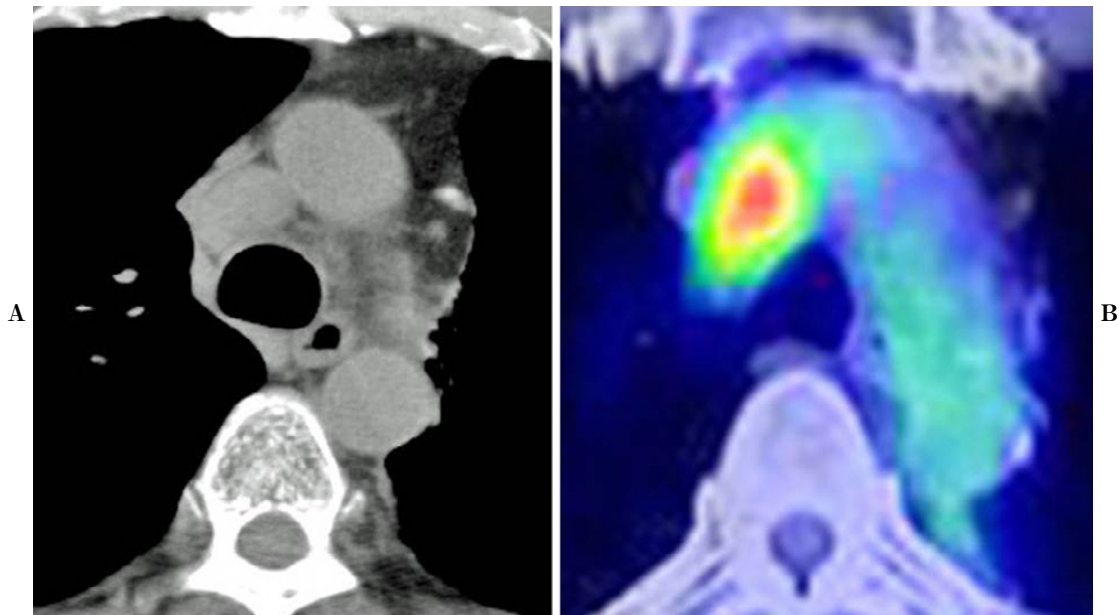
(A) Chest CT performed on admission shows swelling of lymph node #4R. (B) FDG-PET performed on admission shows abnormal accumulation in the lymph node #4R.
